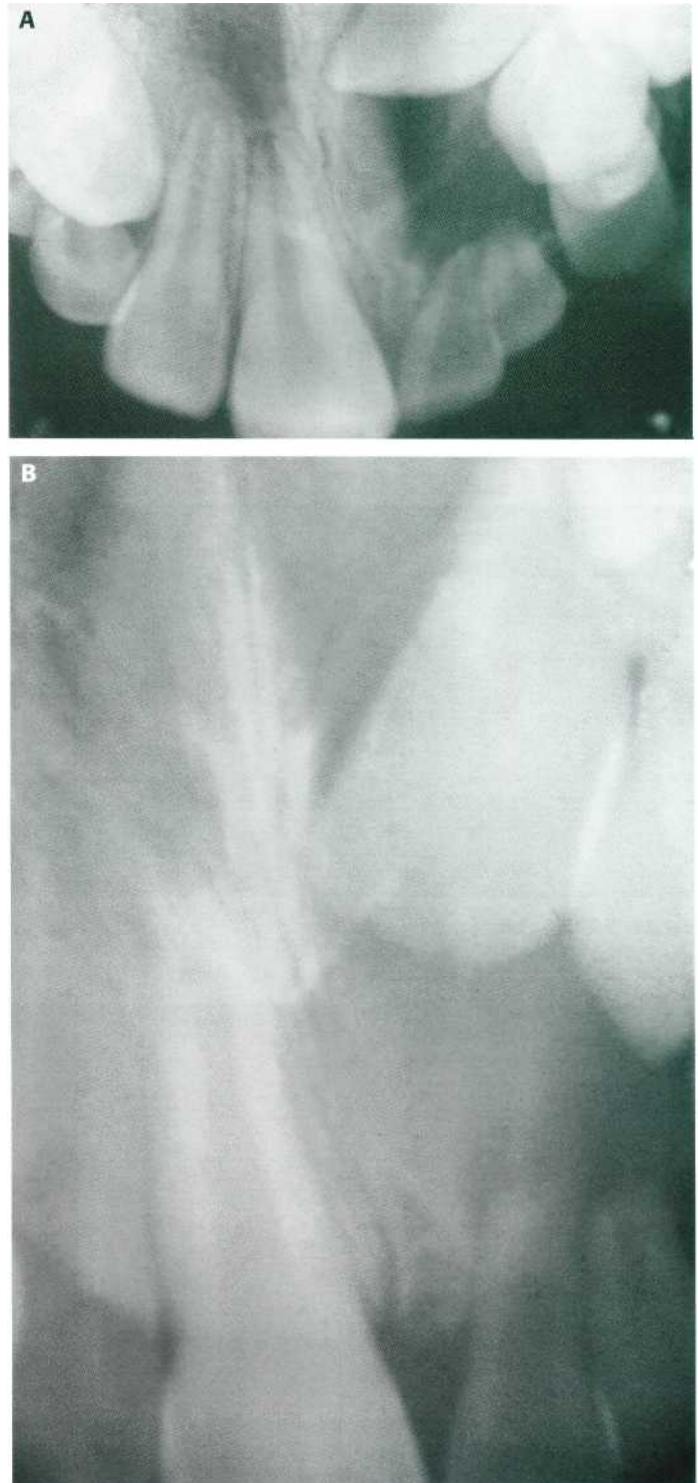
Infección periapical del 6.1 y 6.2 que está afectando al 2.1 y 2.2. (A) Radiografía oclusal. (B) Radiografía periapical.
